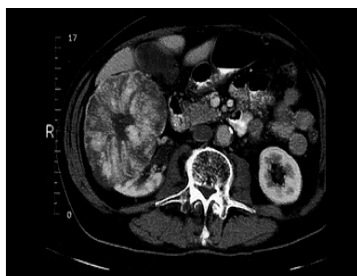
Tomografie computerizată. Carcinom renal.
